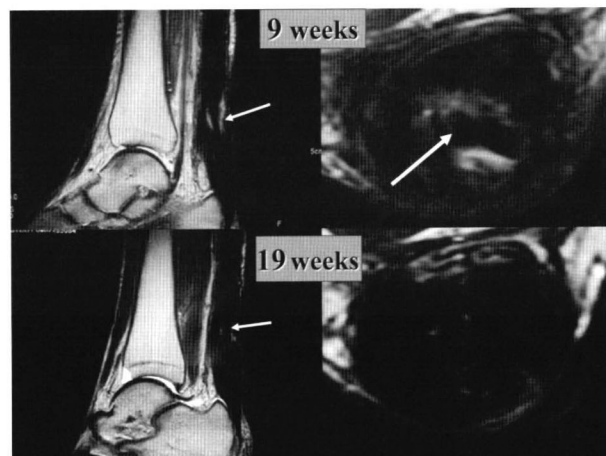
MRI, the operated site showed high signal intensity at 9 weeks
